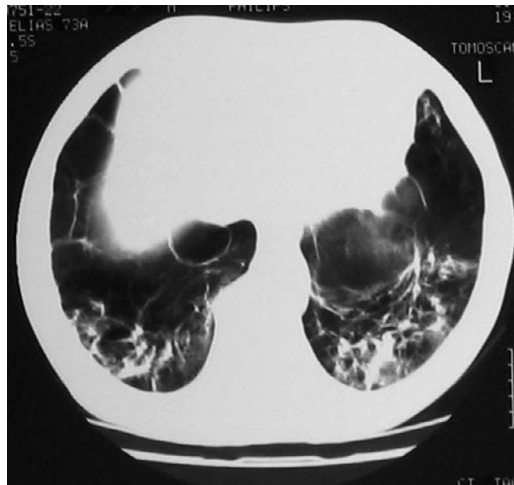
TC torácica evidenciando enfisema extenso nos lobos inferiores a que se associam algumas bronquiectasias e áreas de densificação parenquimatosa
